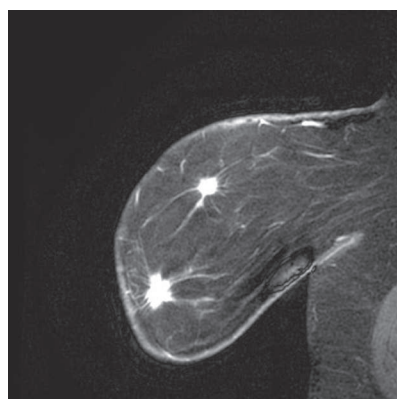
Магнитно-резонансная томограмма (сагиттальная проекция) правой молочной железы больной Н. Визуализировано две опухоли размером 15 и 10 мм
